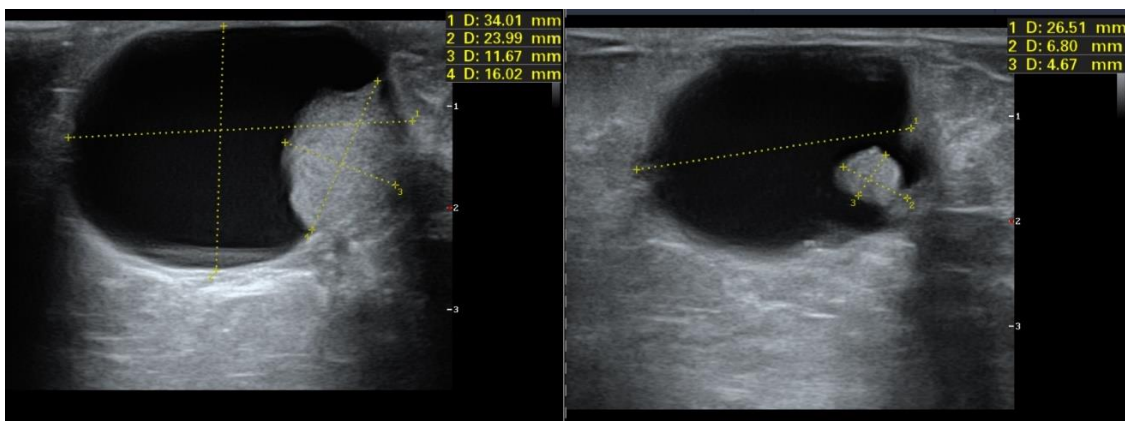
Sonographische Korrelation des Verdichtungsherdes links (Abb. 31) im Sinne einer großen zystoiden Formation mit deutlicher solider Komponente intraläsional
